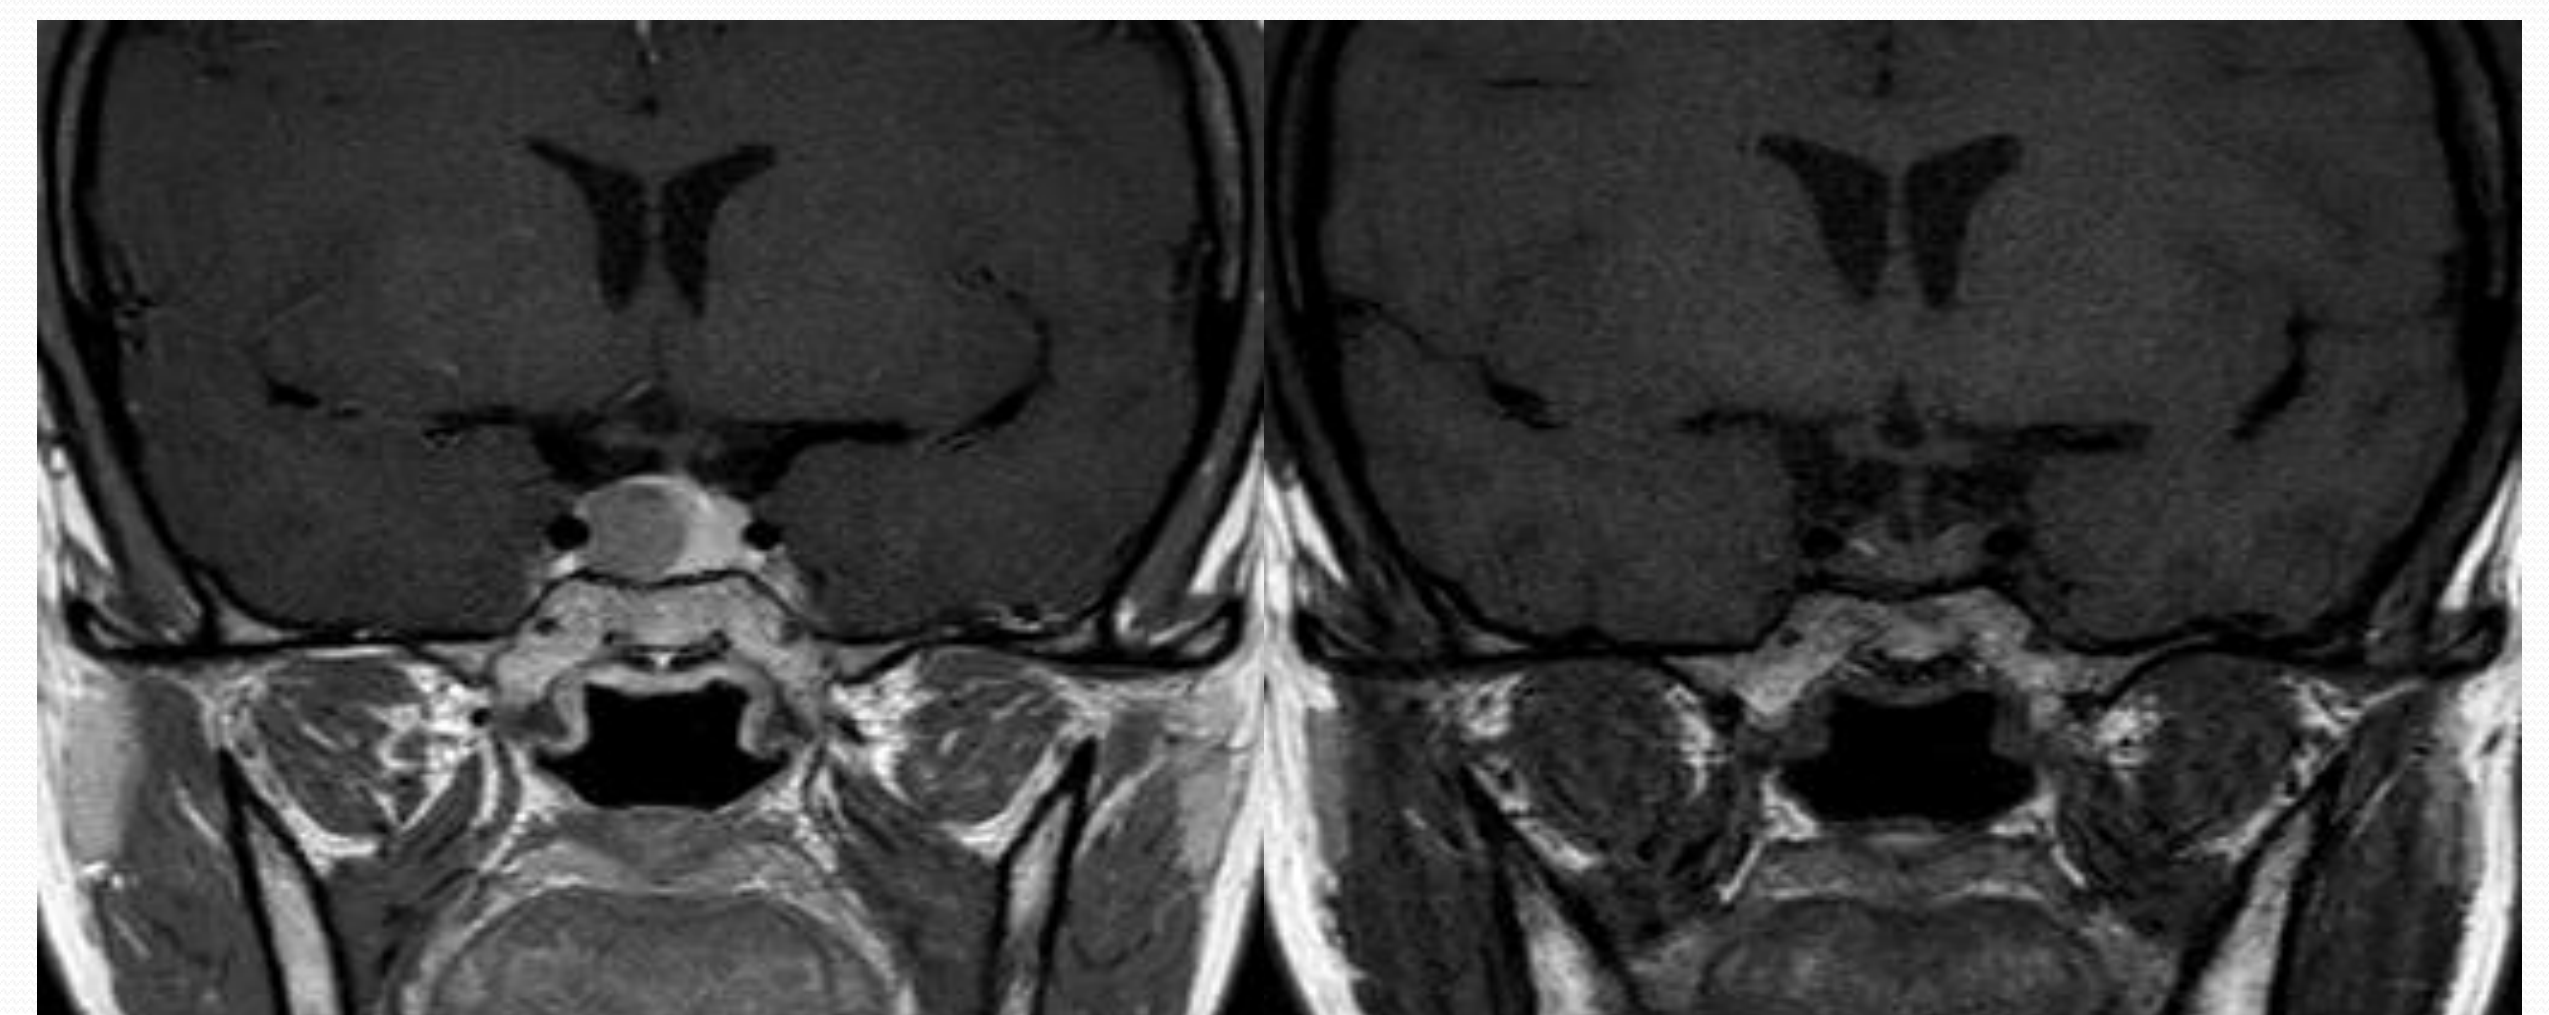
IRM préopératoire à gauche, post-opératoire à droite
